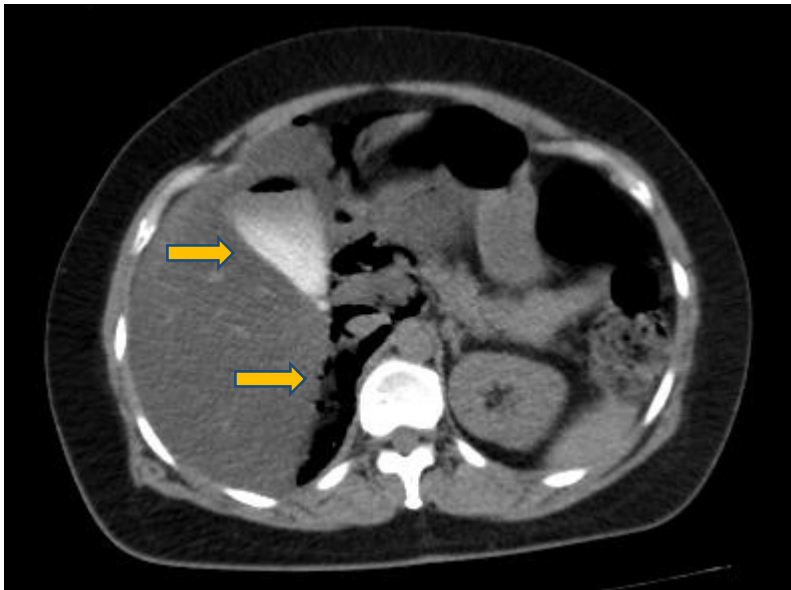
Corte transversal de TC abdomen, que objetiva aire a nivel retroperitoneal derecho. Vesícula con contraste y burbuja de aire en su interior.
